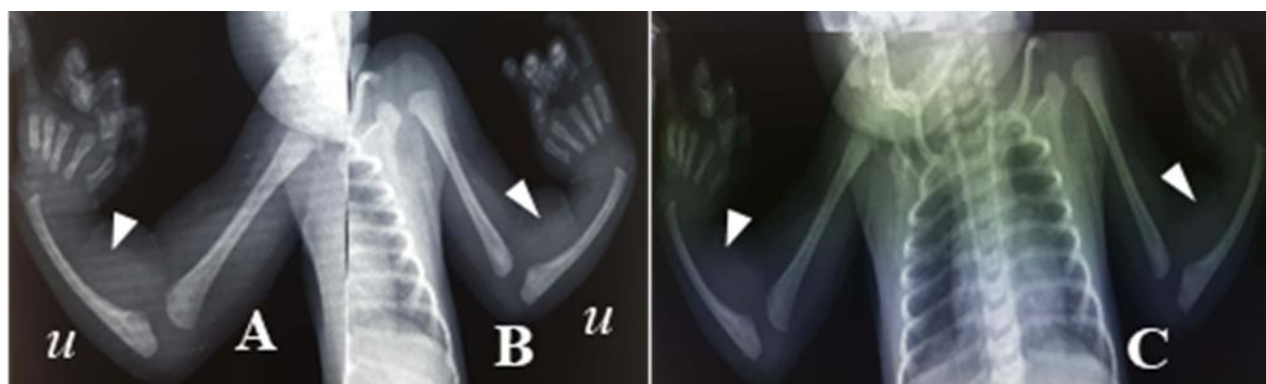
Incidences radiographiques de face des membres supérieurs objectivant une hémimélie totale radiale bilatérale (têtes de flèche) avec déviation radiale de l'axe des mains. A- Incidence centrée sur le membre supérieur droit; B- Incidence centrée sur le membre supérieur gauche ; C- Incidence unique prenant les deux membres supérieurs; u: ulna
